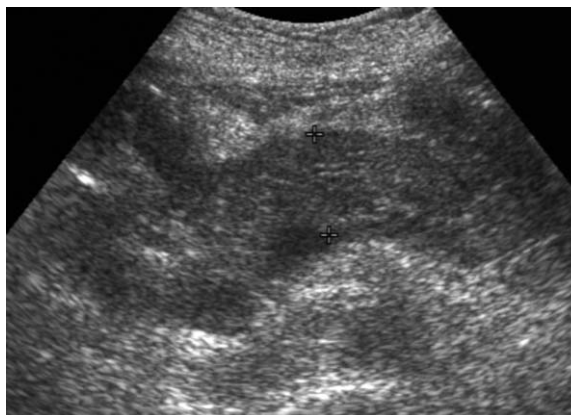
Intussusception of small intestine. Transverse (A) and longitudinal (B) ultrasonograms of lower abdomen show multiple layered wall of small intestine with low echogenic leading mass. CT scan (C) shows homogeneous enhancing mass (starlet) at the end of the intussusceptum, revealed to be B-cell lymphoma of small intestine
